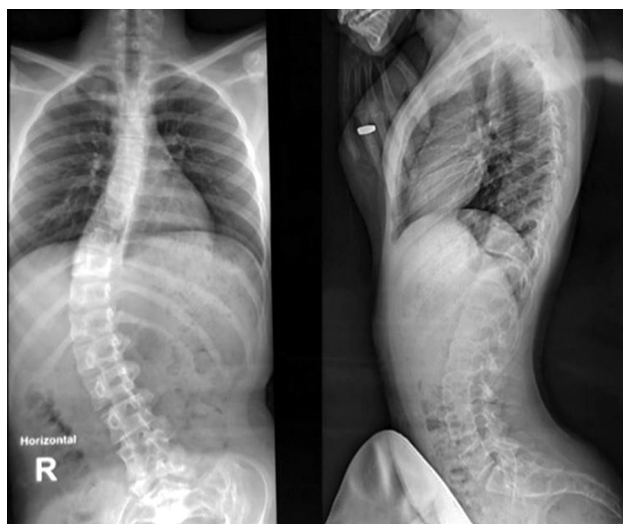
Рентгенография грудного и поясничного отделов позвоночника с захватом таза в прямой и боковой проекциях (в положении лёжа). Сколиоз 34 градуса, вершина Th12. Лордоз 27 градусов
